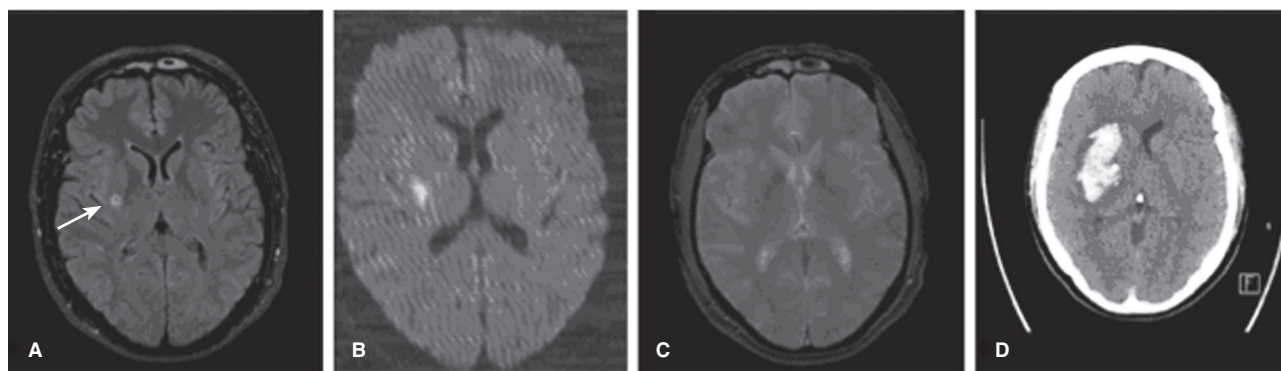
МРТ головы при поступлении (А–С) и контрольная КТ головы на 4-й день после прогрессирования симптоматики (D)
